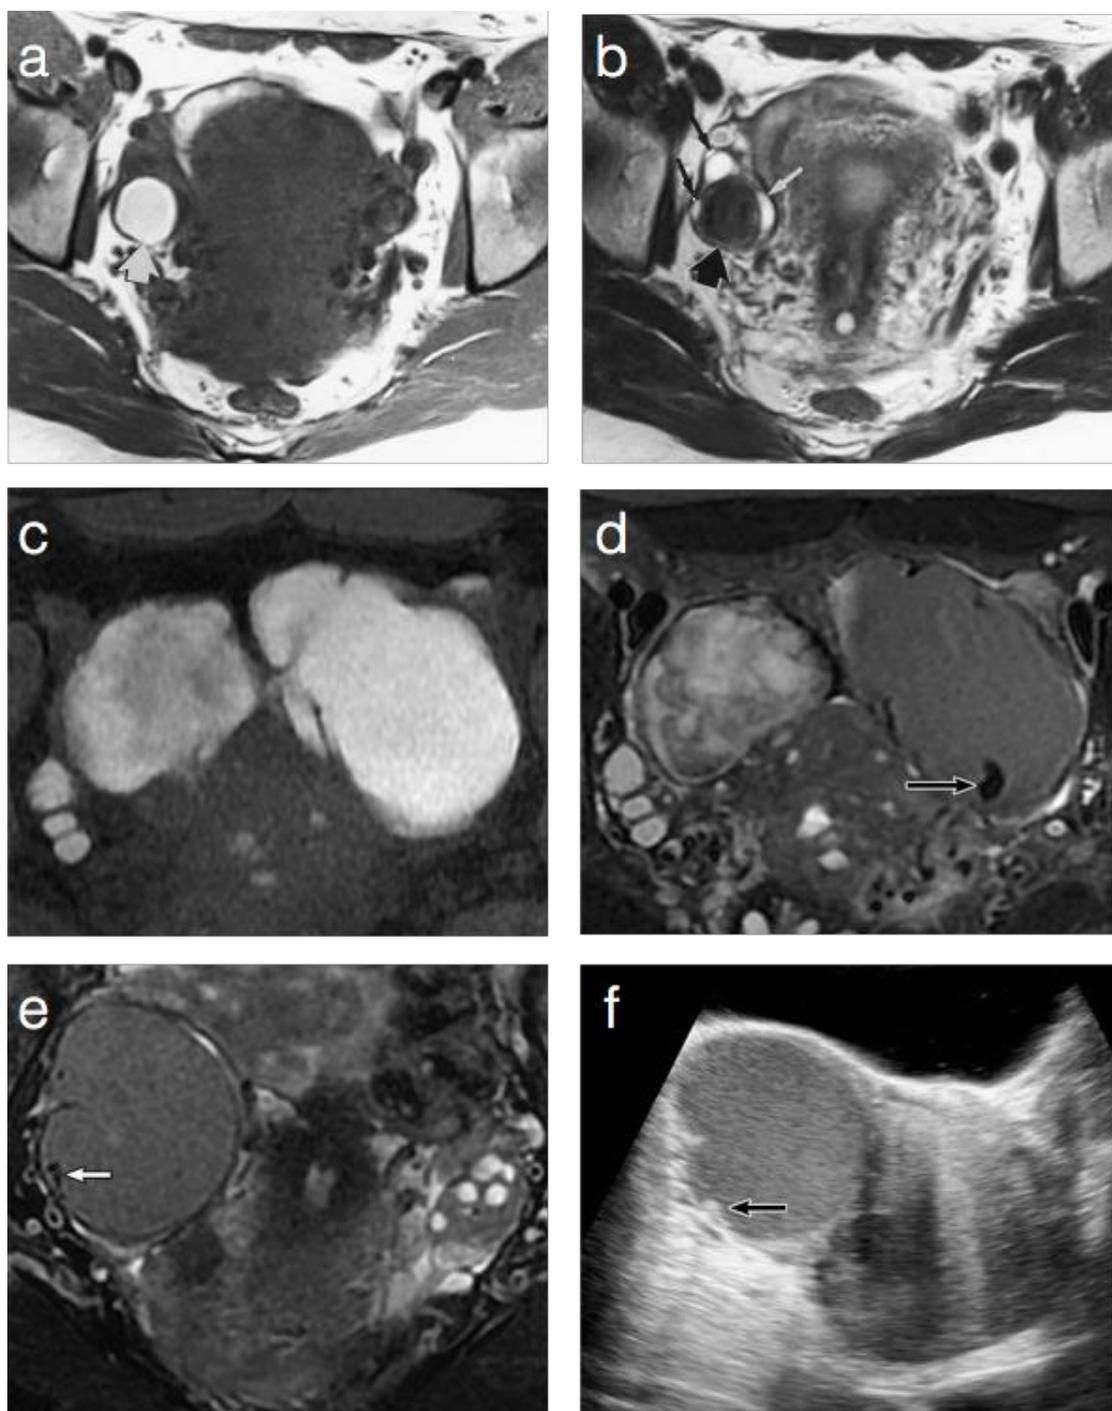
Características de los endometriomas por resonancia. (a) y (b) Shading sign. (a) Imagen coronal ponderada en T1 donde se objetiva imagen quística hiperintensa (flecha gruesa). (b) Misma imagen ponderada en T2 que muestra el ensombrecimiento (shading) del quiste (flecha gruesa). Se observan también imágenes foliculares (flechas finas) típicamente hiperintensas en T2. (c) y (d) T2 dark spot sign. (c) Imagen axial en T1 que muestra imágenes quísticas bilaterales hiperintensas. (d) Misma imagen en T2 muestra un evidente shading y la presencia de puntos oscuros en el quiste izquierdo (flecha). No se evidencian puntos oscuros en el quiste derecho. (e) Imagen axial en T2 donde se observa, también puntos negros en pared quística. (f) Misma imagen que caso anterior, pero por ecografía. Las características calcificaciones de la pared en ecografía (flecha negra), se corresponden con los puntos negros del caso (e)(flecha blanca). (Modificado de Glastonbury, 2002; Corwin, 2014).
